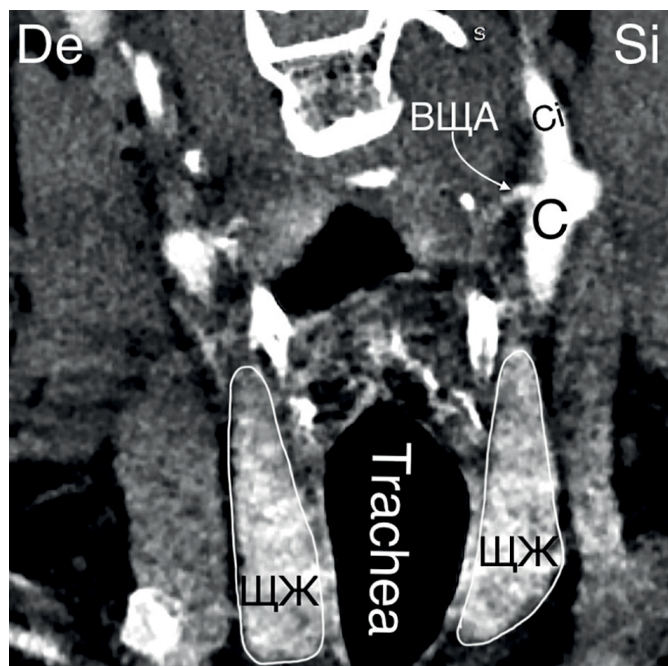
Облитерированная левая ВЩА. КТ-ангиография (фронтальный срез). Отмечается «обрыв» контраста. C — a. carotis communis; Ci — a. carotis interna; De — dextra; Si — sinistra.
